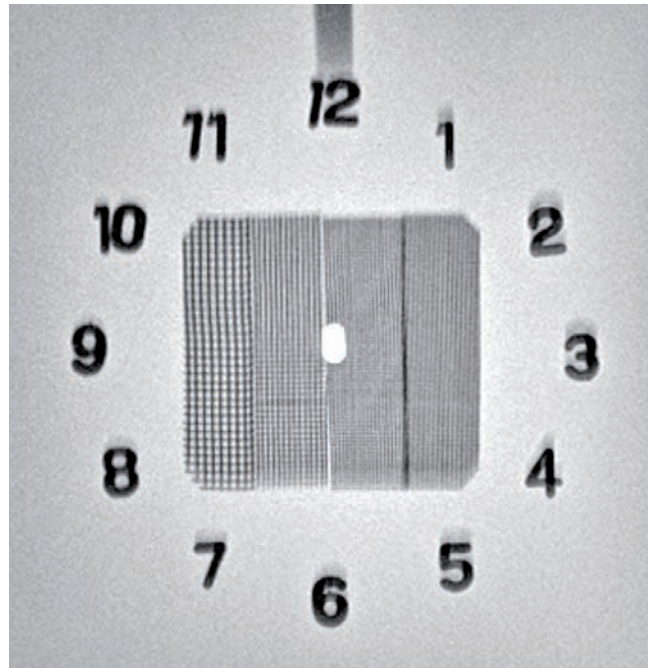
Томографический фантом Fluke. Каждая ступенька имеет высоту 1 мм. Угол томографии 20°. Уровень среза 10 мм от нижнего края фантома.
